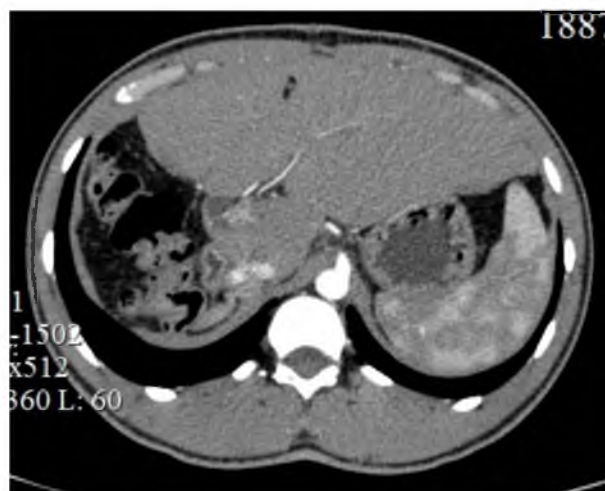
СКТ брюшной полости. Артериальная фаза. Культия печени (левая доля). Визуализируются ветви левой печеночной артерии.
